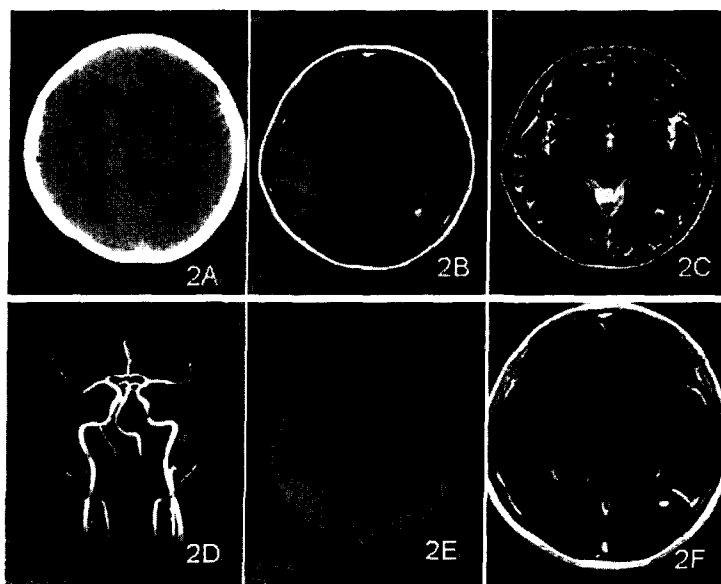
静脉畸形。2A:CT 示左枕叶未见异常改变。2B、2C: T1WI、T2WI 显示高信号的小出血灶。2D:MRA 均未见异常改变。2E:SWAN 显示病变区(包括出血灶周围)见异常"蜘蛛样"纤细血管影,重建后其周围可见更多较粗血管影。2F:静脉注射 Gd-DTPA 增强扫描表现为异常增多的条状血管影,SWAN 显与之形态一致的线条状低信号。
